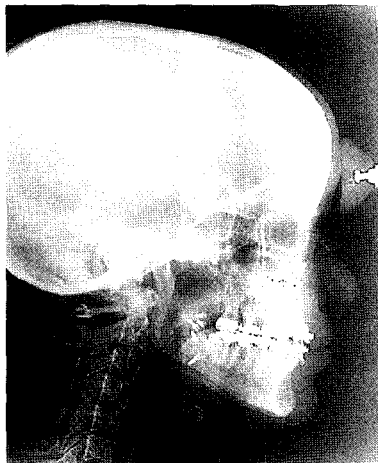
술후 3개월 측모 두부계측 방사선사진으로 중안모의 개선이 뚜렷이 나타난다.
